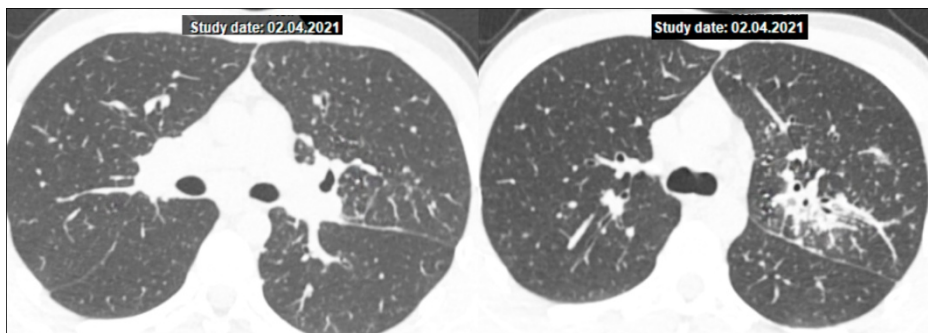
Рефрактерний саркоїдоз легень. КТ ОГП пацієнта Г. після неефективної монотерапії МТХ: двостороння прикоренева лімфаденопатія, мікровузликова дисемінація з переважно перилімфатичним розподілом, ділянка консолідації паренхіми в третьому сегменті зліва вздовж бронхо-судинного пучка
